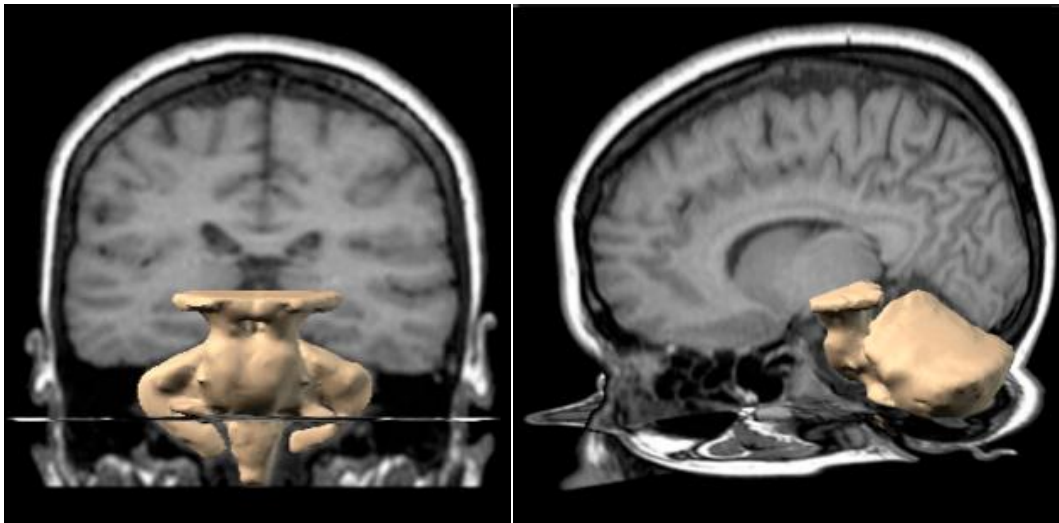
Reconstrucción 3D del tronco encefálico y cerebelo embebidos en una sección coronal y axial de RM desde una vista anterior (imagen de la izquierda) y desde una vista lateral, embebidos en una sección sagital y axial (imagen derecha).
